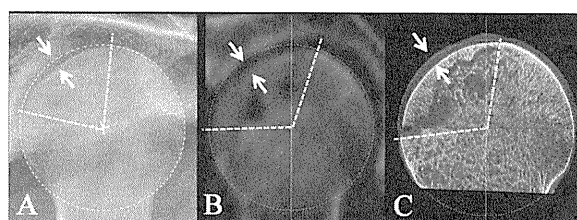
A.単純X線ラウエンスタイン像。B. 3D-CT斜矢状断像。C. μ CT斜矢状断像。軟骨下骨折の範囲(破線)は単純X線 83° 、CTが 115° 、 μ CTが 115° 、軟骨下骨折の深さ(矢印)は単純X線が2.3 mm、CTが1.9 mm、 μ CTが1.8mmであった。
